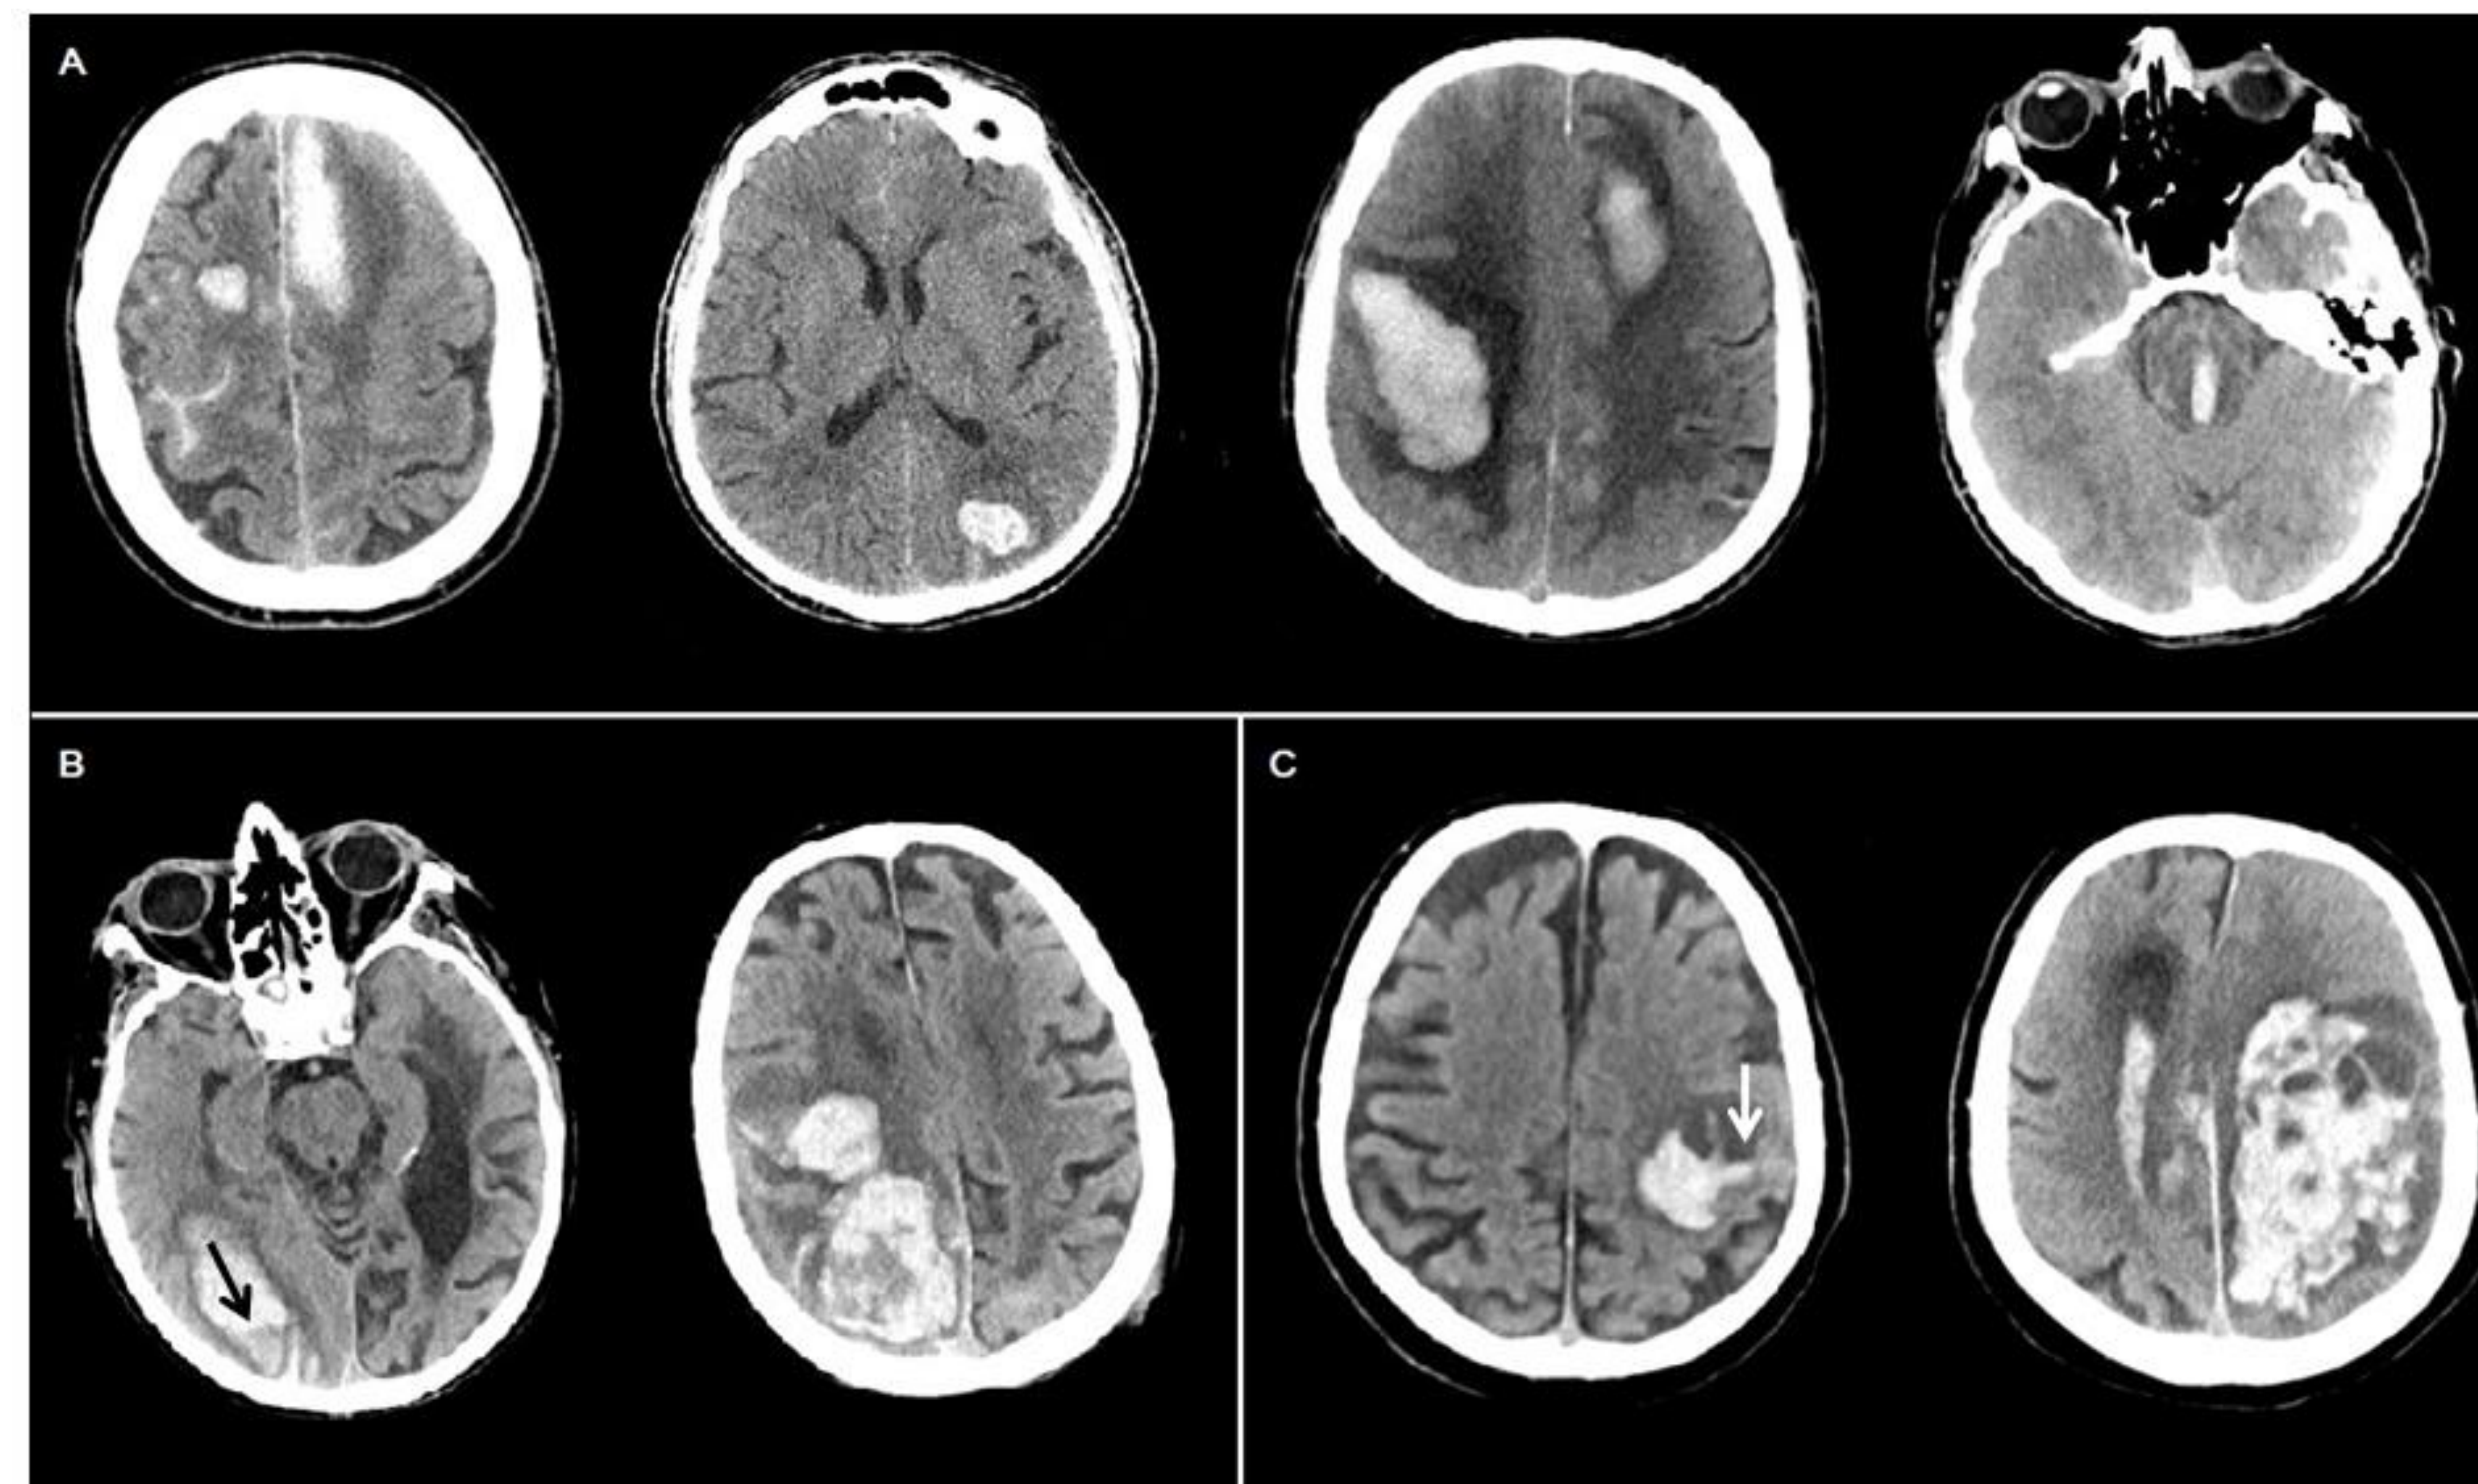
Figura A) ICH multifocali non simultanee, sviluppatasi nel corso di 13 giorni in un paziente con infezione da COVID19 asintomatica; B) ICH lobari multiple con blend sign (freccia nera), forma irregolare e densità eterogenea in un paziente con polmonite da COVID19; C) ICH lobare con livello fluido (freccia bianca) e TC di controllo con evidenza di espansione dell'ematoma e presenza di multiple ipodensità intraematoma, in un paziente con polmonite da COVID 19
